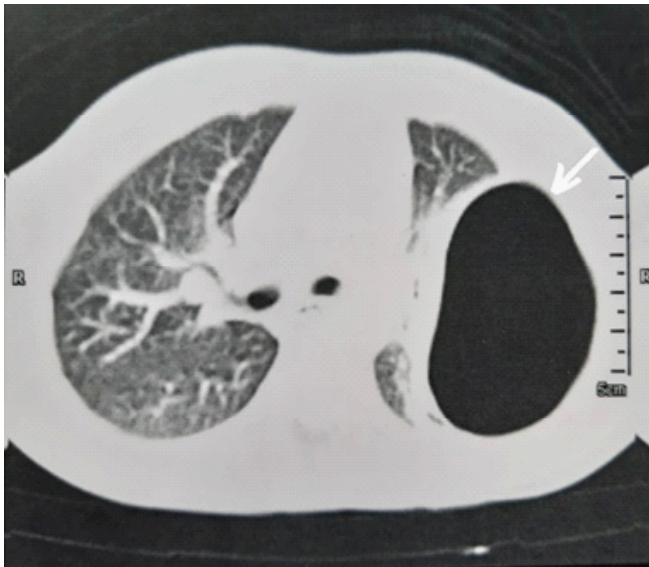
Tomografia de tórax mostrando presença de pneumatocele em lobo inferior esquerdo com colapso subtotal de pulmão (seta branca).
